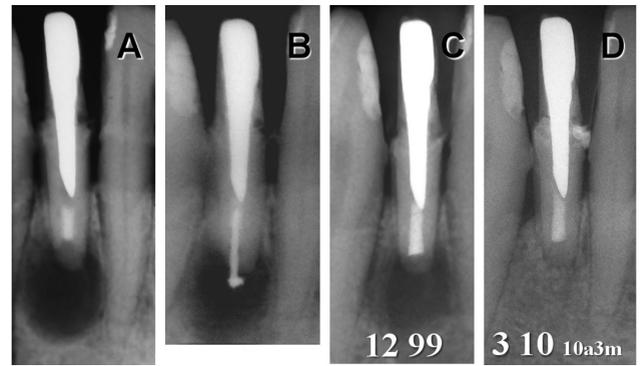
A: Radiografía preoperatoria. Incisivo inferior con anclaje intrarradicular de importante volumen. Varios años atrás le habían realizado una apicectomía. En 12-1999 se observaba una imagen radiolúcida periapical amplia circunscripta. B: Radiografía intraoperatoria durante la retroinstrumentación. C: Radiografía posoperatoria inmediata. Retroobturbación con gutapercha termoplastificada. D: Radiografía de control posoperatorio a distancia, 10 años y 3 meses después, con la imagen periapical normalizada.
